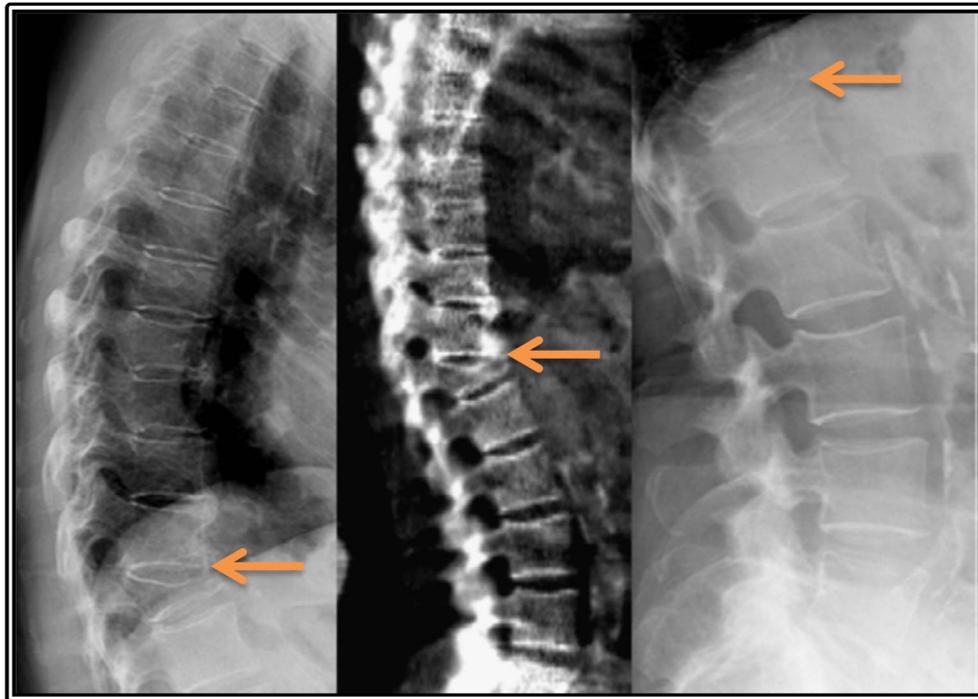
Fractura vertebral severa de T12 imagen de columna toraco- lumbar (centro) y radiografías de columna torácica (izquierda) y columna lumbar (derecha)
